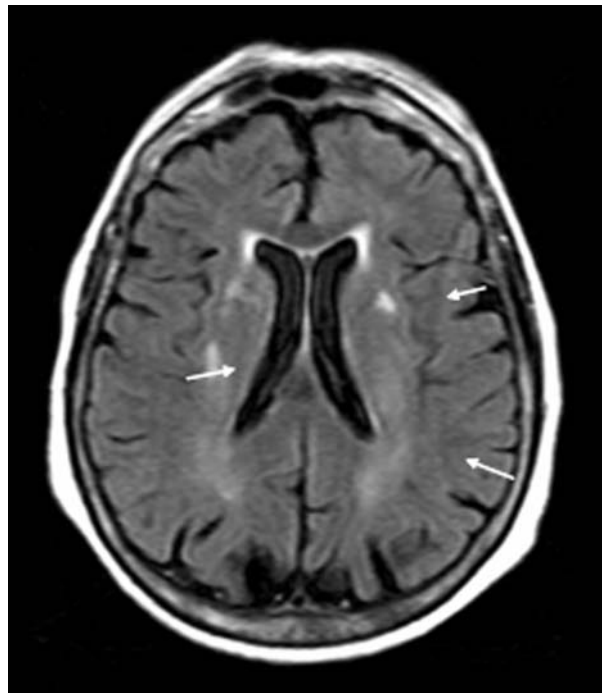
Imagen de Resonancia Magnética Nuclear. Se visualizan las lesiones hiperintensas características de la mielinolisis extrapontina.
